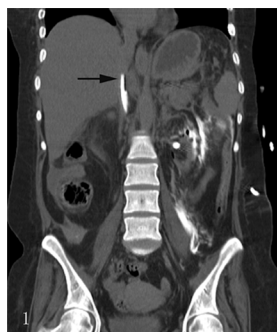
术后 CT 显示透析导管位置。导管前端位于下腔大静脉(箭头)
